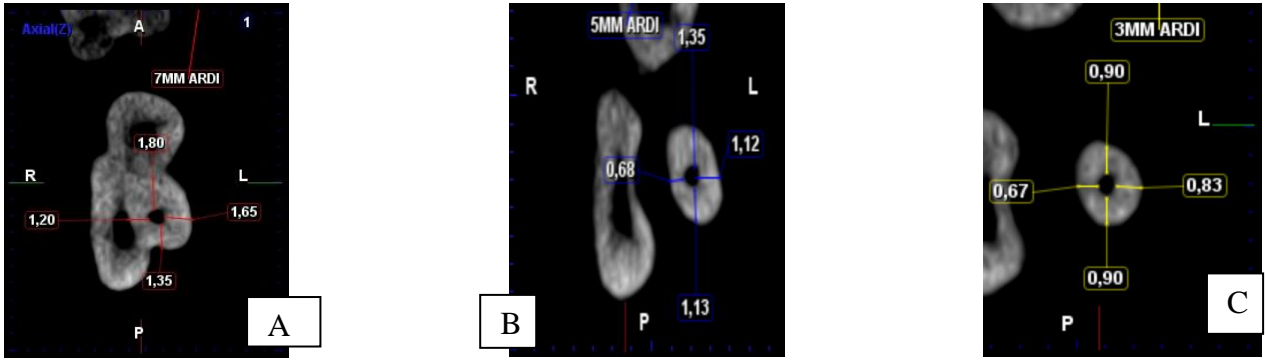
Tomografía Preinstrumentación 7, 5 y 3 mm respectivamente Grupo Manual
